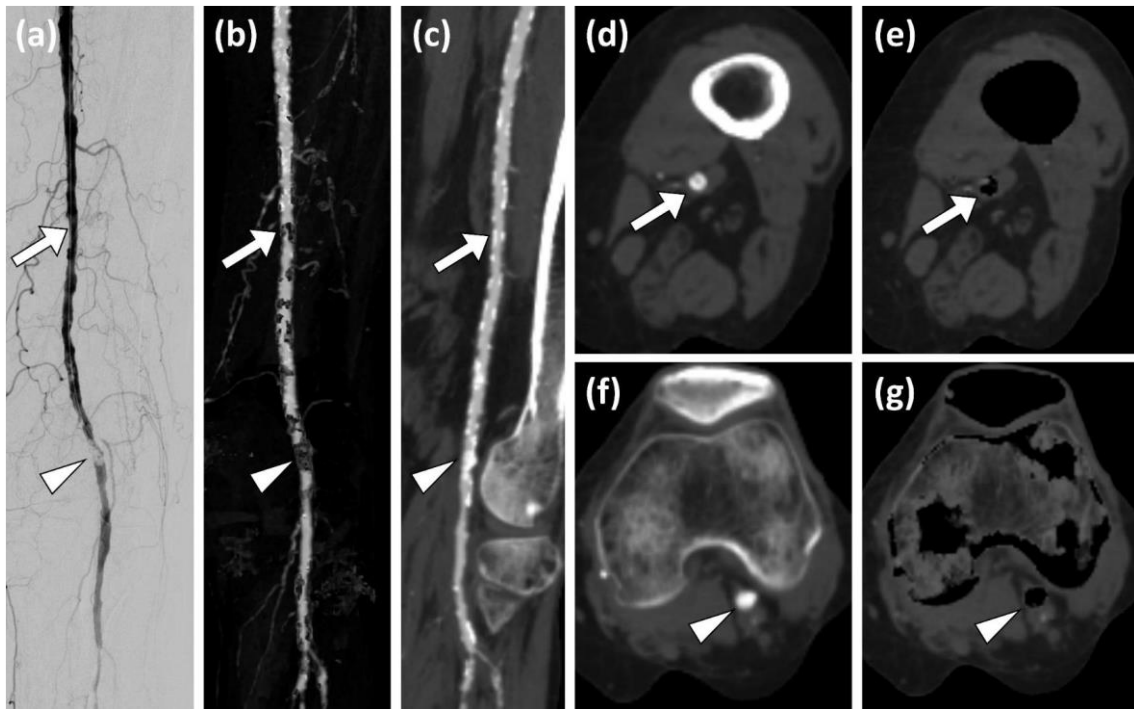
Digitale Subtraktionsangiographie (DSA) (a) und verschiedene CTA-Rekonstruktionen: Dreidimensionale Maximumintensitätsprojektion (MIP) nach Dual-Energy Knochen- und Kalksubtraktion (DE-CS-MIP) (b), gekrümmte multiplanare Reformationen (cMPR) (c), Standard MPR (d und f) und MPR nach Dual-Energy Knochen- und Kalksubtraktion (DE-CS-MPR) (e und g). (d) und (e) zeigen die Standard MPR und DE-CS-MPR auf Höhe der Pfeile in (a)-(c), (f) und (g) zeigen die Standard MPR und DE-CS-MPR auf Höhe der Pfeilspitzen in (a)-(c): Während die stenosierende Läsion bei nahezu zirkumferentem Kalkplaque (Pfeile) als falsch positiver Verschluss in der DE-CS-MIP (b) und DE-CS-MPR (e) erscheint, ist in der cMPR (c) und der Standard MPR (d) noch kontrastiertes Restlumen sichtbar, und auch ohne signifikante Stenose in der DSA (a). Die Pfeilspitzen zeigen auf einen Verschluss der A. poplitea, sichtbar in allen Rekonstruktionen. (Quelle: Diese Abbildung wurde publiziert in *Academic Radiology*, Kosmala et al., *Dual-Energy CT Angiography in Peripheral Arterial Occlusive Disease: Diagnostic Accuracy of Different Image Reconstruction Approaches*, epub ahead of print , Copyright Elsevier (2020)
